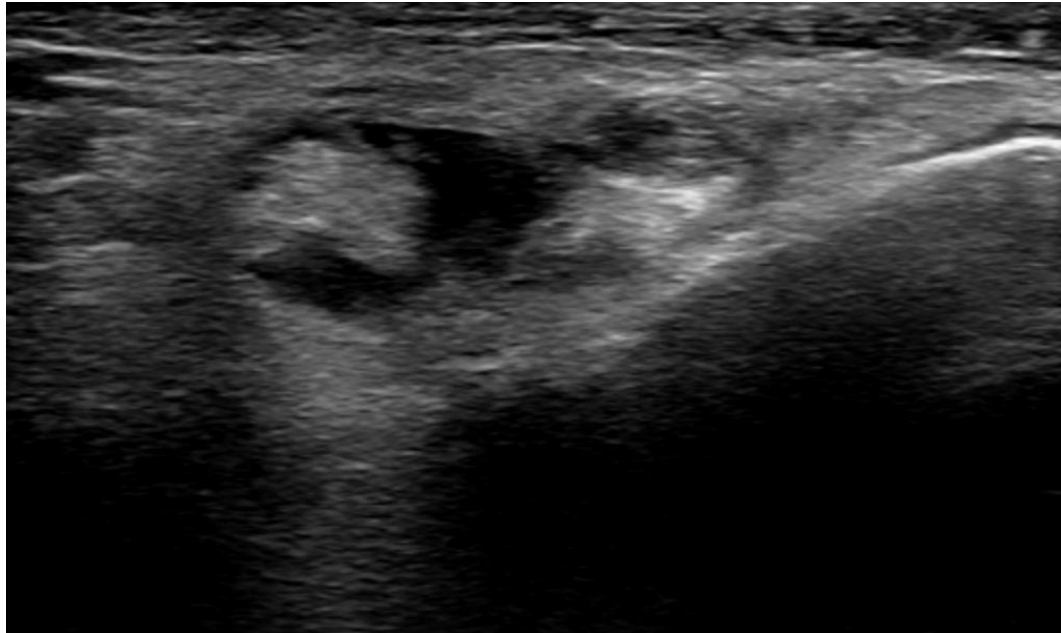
Varón de 35 años. Ecografía de muñeca izquierda. Líquido libre y cambios inflamatorios locales, compatible con tenosinovitis de los tendones abductor largo y extensor corto del primer dedo (de Quervain).
